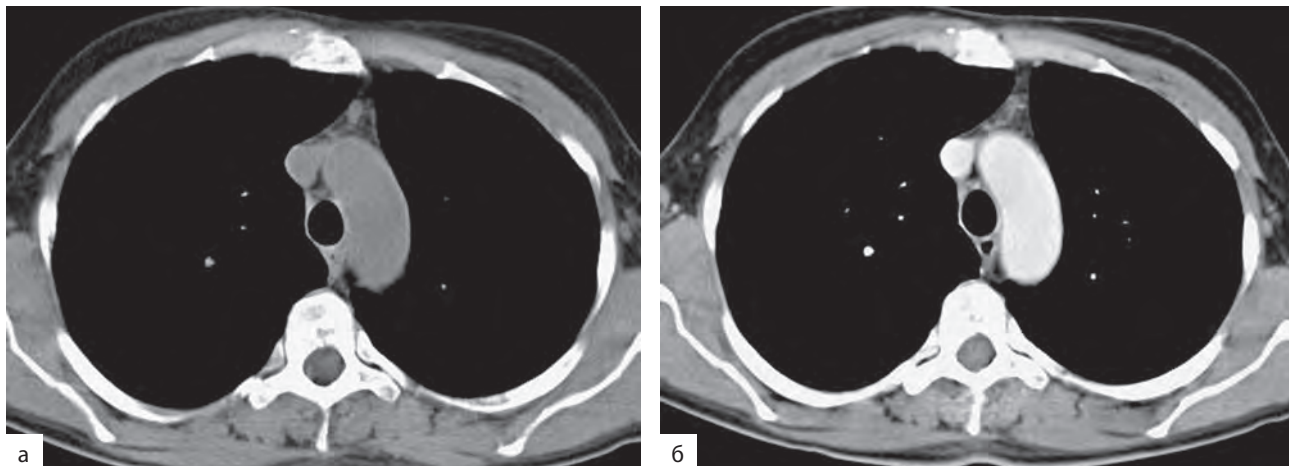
КТ-ангиография. Нативное исследование (а) и болюсное усиление (б)
